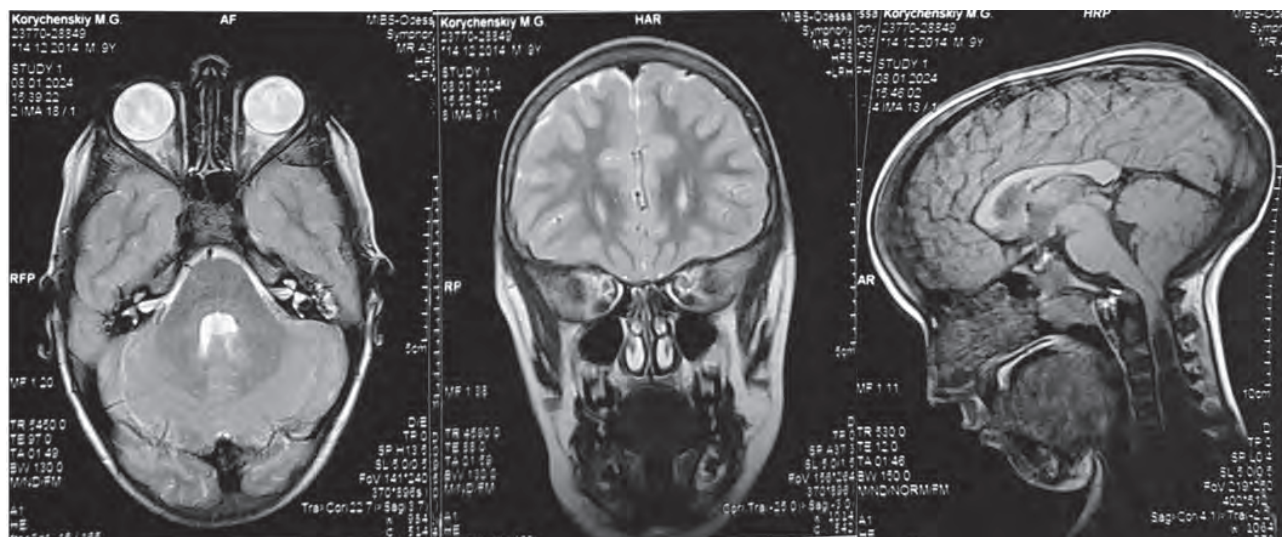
МРТ головного мозку
